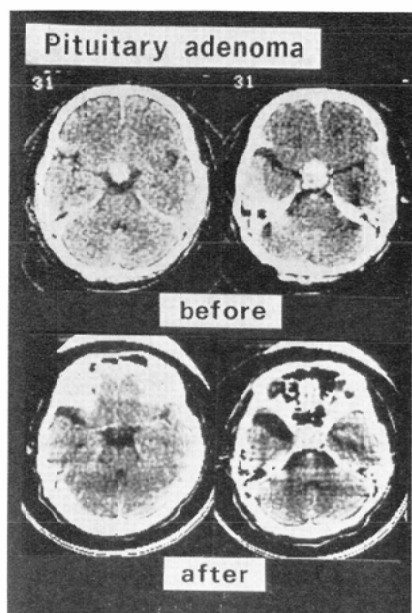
Chromophobe adenoma of the pituitary gland with suprasellar extension in 46-year-old male. CT scans taken before postoperative radiation therapy show an enhanced tumor in the suprasellar region. CT scans taken after irradiation (4370 rad) show moderate decrease in tumor size, though the positioning of the head is not exactly the same in two consecutive examinations. The residual tumor is seen in the sella turcica (lower right).
